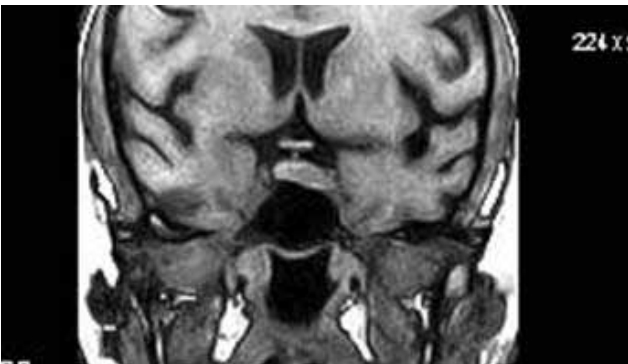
Head MRI of 27-years old female patient with anterior-lateral type of microadenoma with right CS invasion
